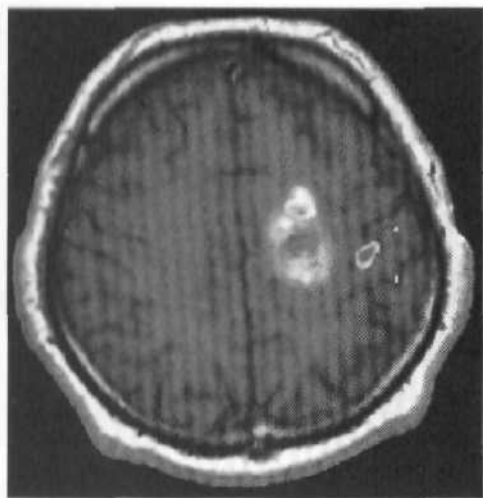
Функциональная МРТ. Совмещенное изображение. Глиальная опухоль левой лобной доли (аксиальная проекция, T₁-режим) и участок активности в моторной зоне коры при движении правой кисти пациента.
